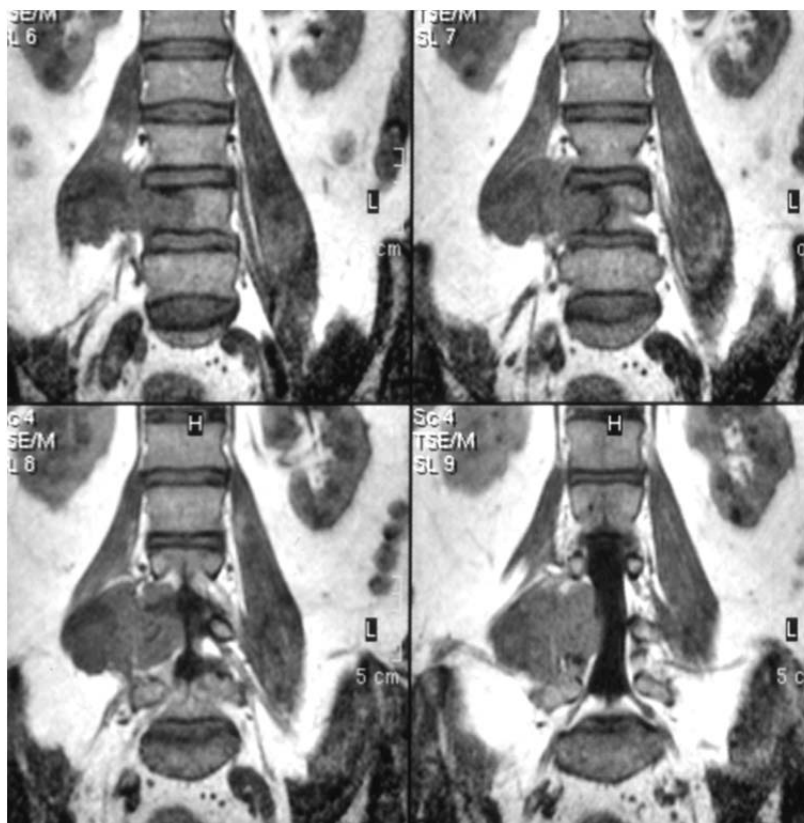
МРТ, фронтальна проекція. Ураження половини тіла хребця.
